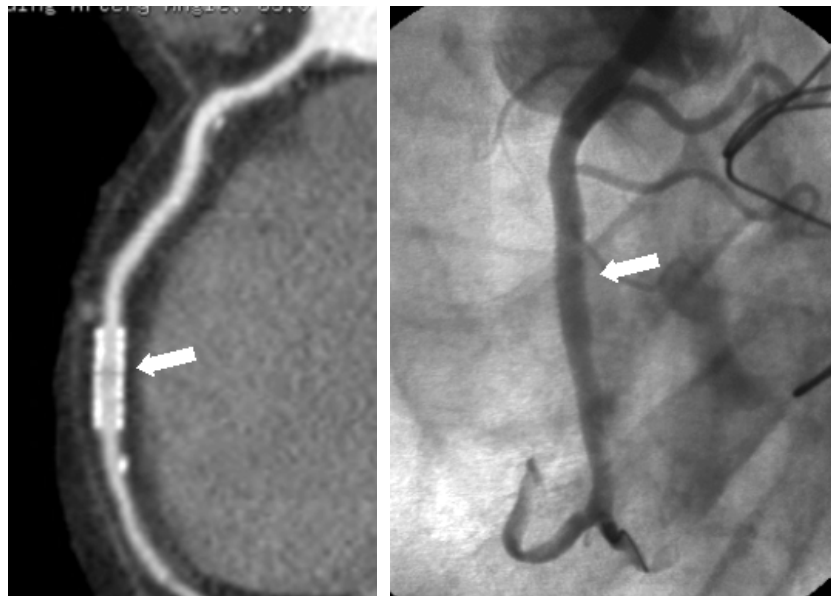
Imagen de un stent en coronaria derecha, permeable, sin estenosis (flecha). En A mediante TAC coronario y en B por coronariografía.
